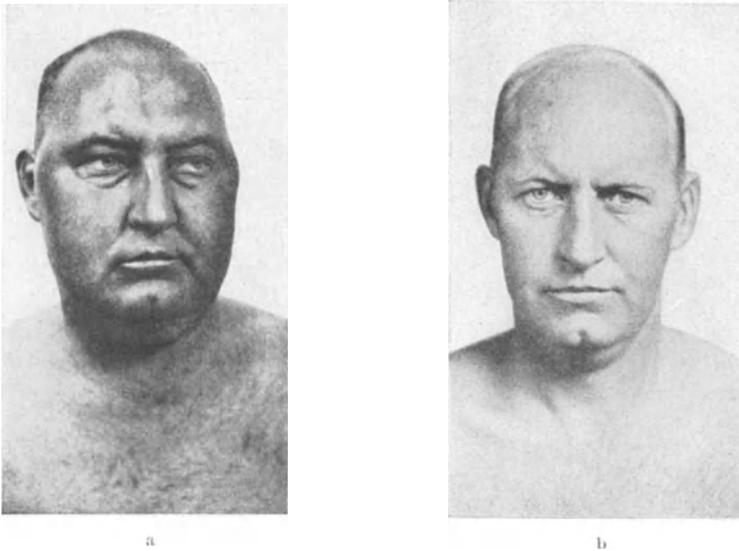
a und b. CUSHINGSche Krankheit. a „Vollmondgesicht“. b Normales Gesicht desselben Mannes nach Röntgenbehandlung. (Nach CUSHING.)
